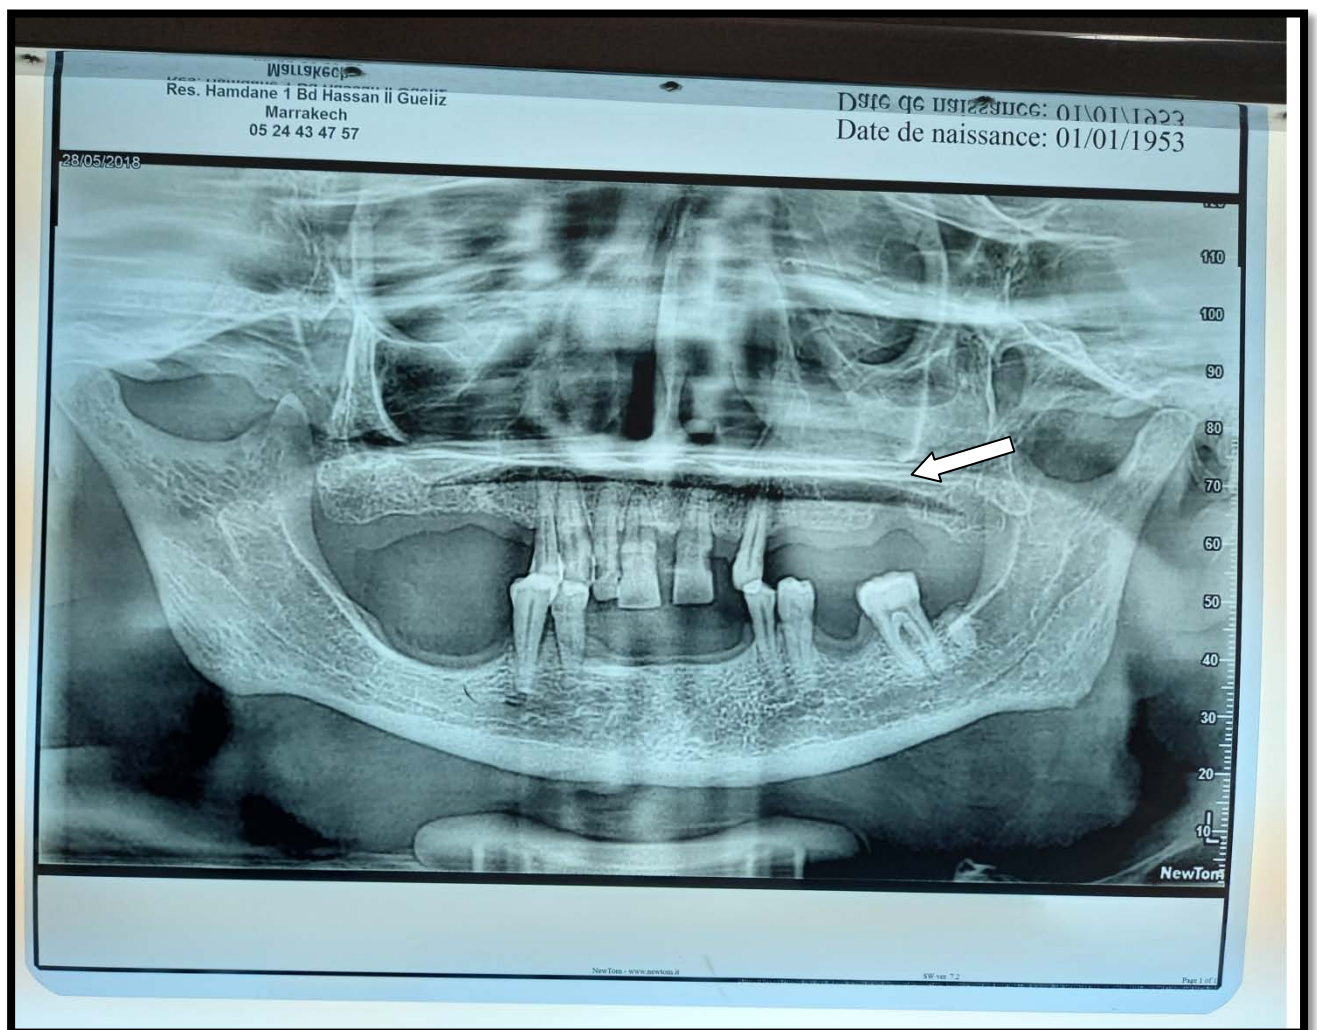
Radiographie panoramique montrant une CBS gauche
